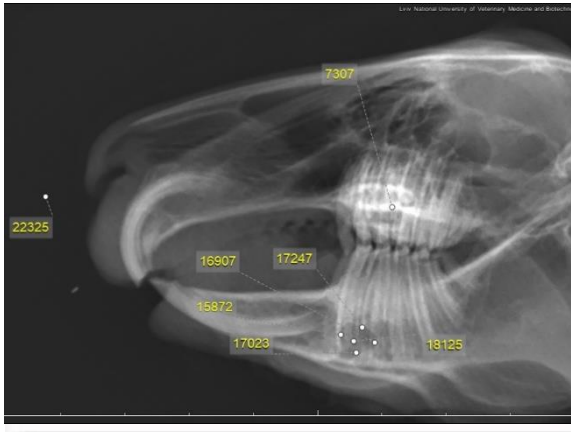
Рентгенограма нижньої щелепи кролика через 4 тиж після нанесення травми та заповнення дефекту матеріалом β -ТКФ. Визначення мінеральної щільності кісткової тканини. Бічна проєкція.
